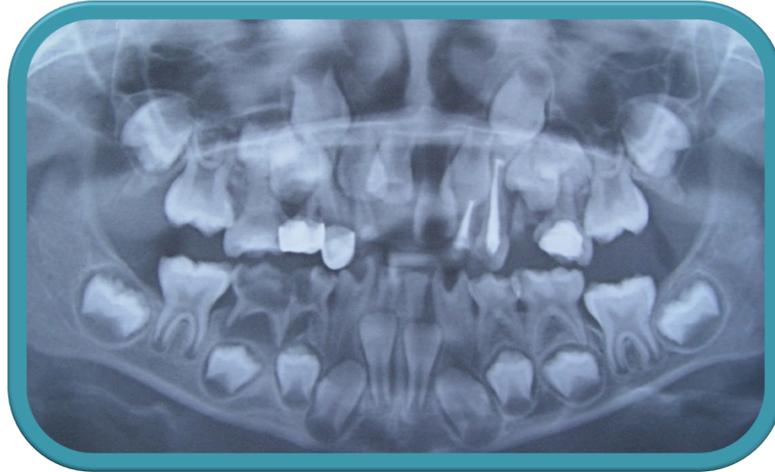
Radiografía panorámica que muestra la ausencia de incisivos laterales inferiores sucedáneos correspondientes a la fusión bilateral en la primera dentición.⁶⁶
